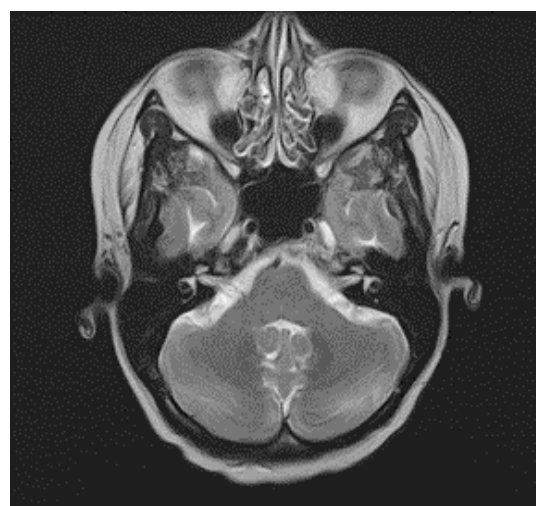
Контрольное МРТ головного мозга с контрастированием через 3 месяца после проведения стереотаксической лучевой терапии в режиме радиохирургии – отсутствие визуализации mts-очага в левом полушарии мозжечка
